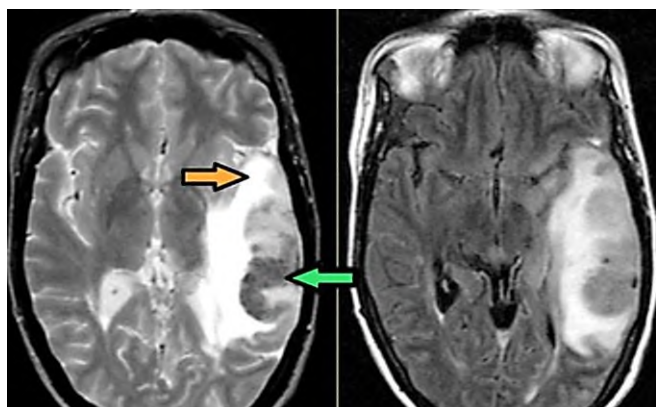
МРТ головного мозга: отмечается сочетание вазогенного (оранжевая стрелка), цитотоксического отека и кровоизлияния (зеленая стрелка). Данная МР-картина, а также расположение патологической зоны в проекции височной доли, заставляет задуматься о геморрагическом венозном нарушении мозгового кровообращения вследствие тромбоза вены Лаббе. Для подтверждения необходимо проведение МР-веносинографии или МРТ с контрастным усилением.
